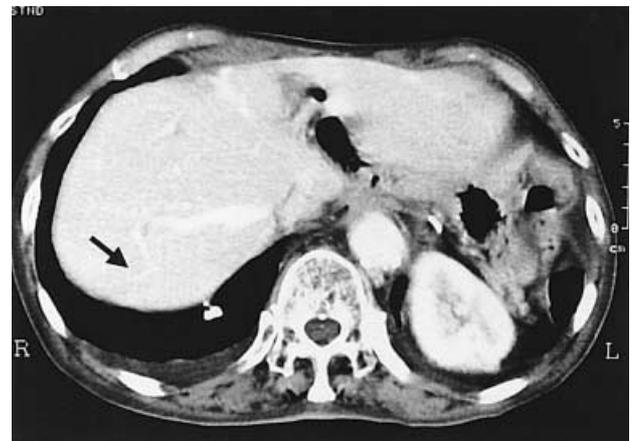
メシル酸イマチニブ投与開始後2ヵ月の腹部CT
